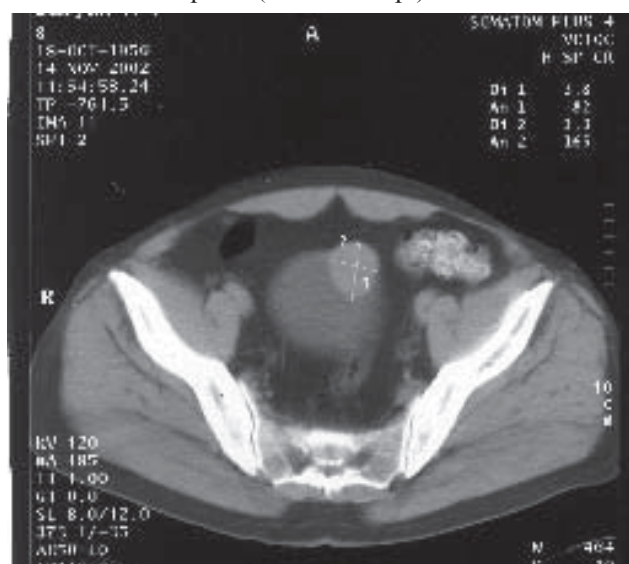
Рентгенограма (14.11.2002 р.).
